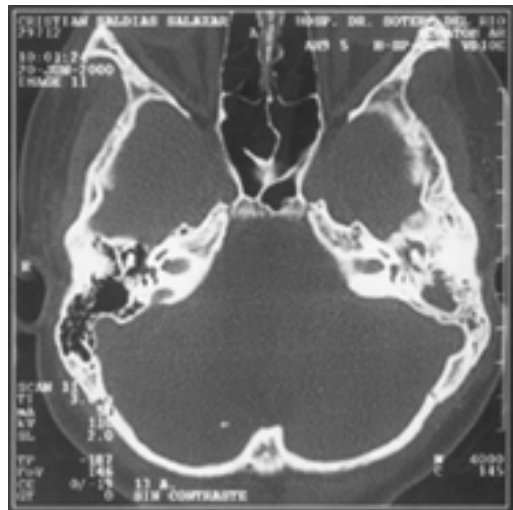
Tomografía computada de oídos de paciente N°4, imagen pre-operatoria. Destaca el velamiento difuso de caja timpánica y mastoides izquierdas por LCR.
